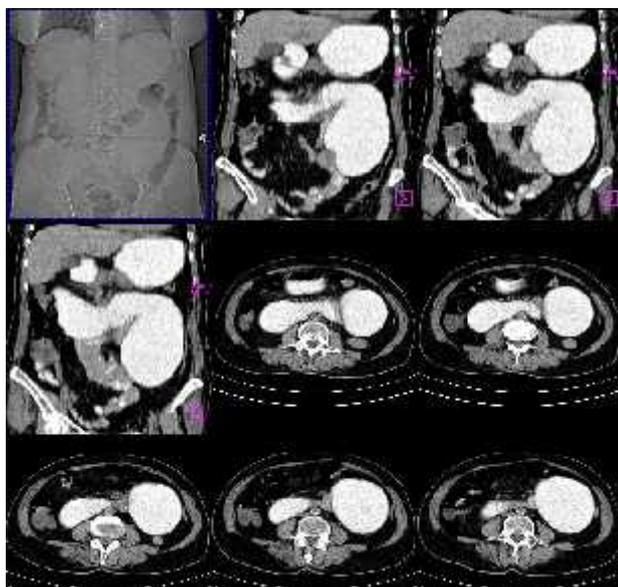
TC evidenciando importante distensão líquida e gasosa das alças do intestino delgado, com área de redução focal do lúmen a nível de intestino delgado.
